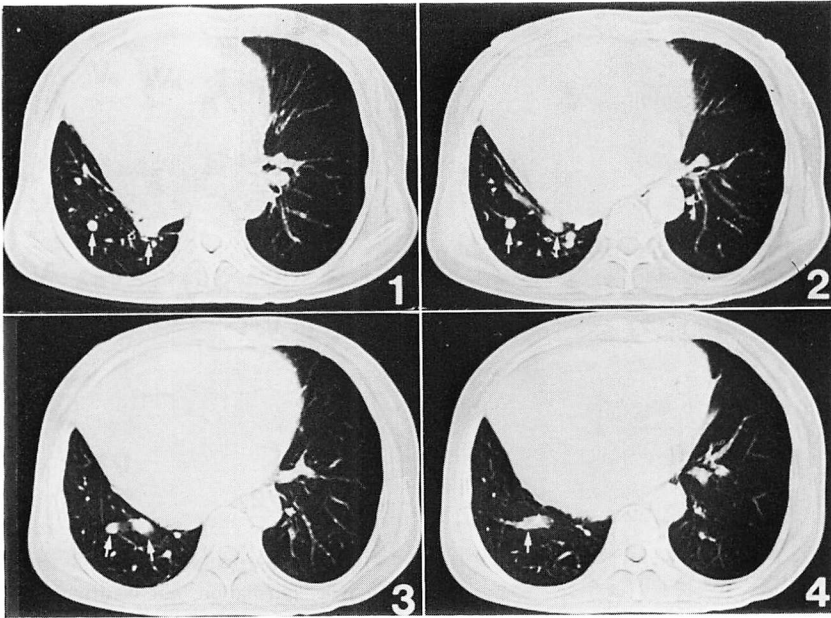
CT scans of the thorax.
